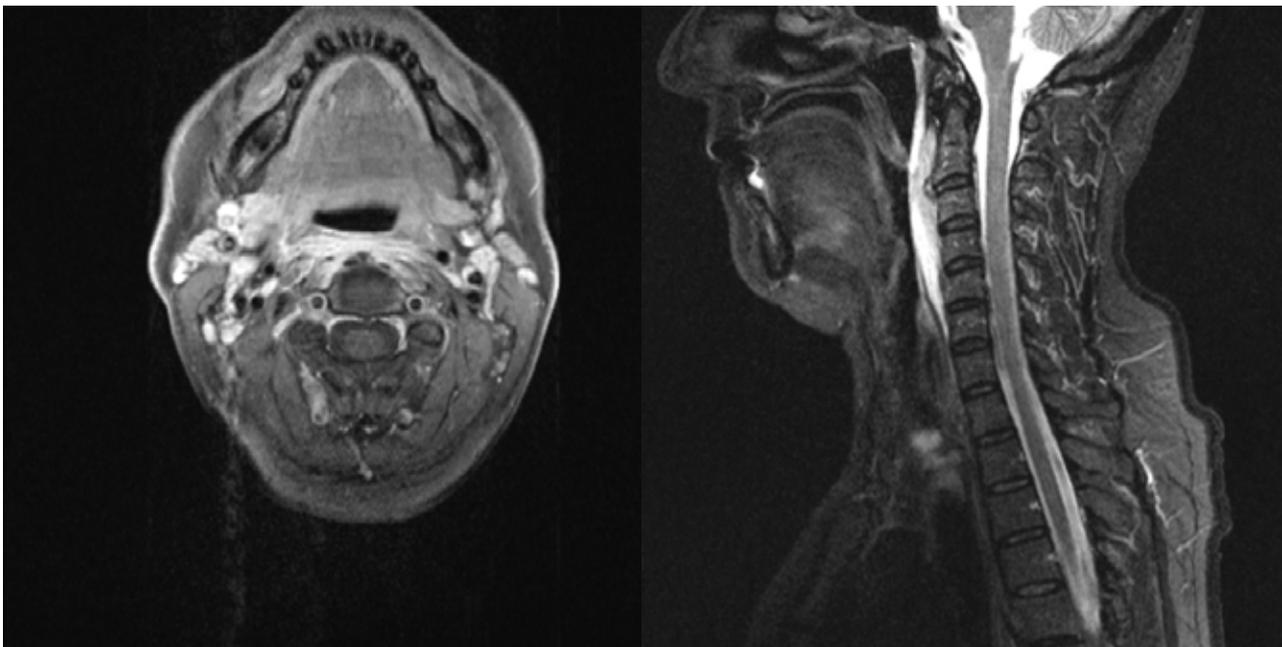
RM evidenciado calcificação C2-C3 e edema difuso prevertebral desde C1-C2 até C6.
